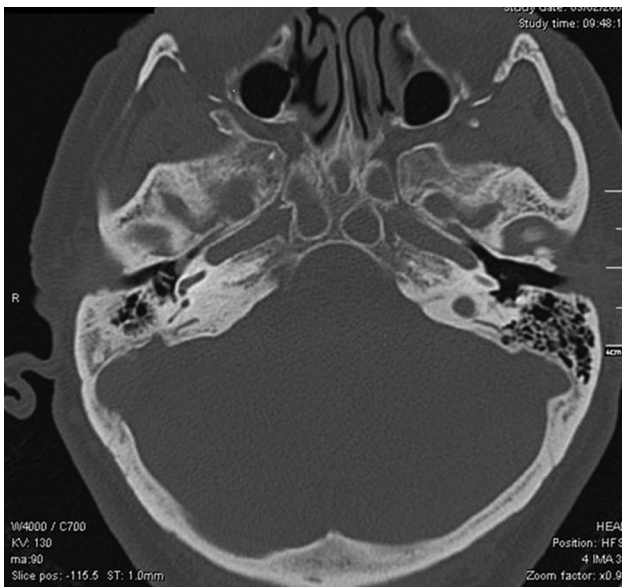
TC de peñascos axial y coronal.
